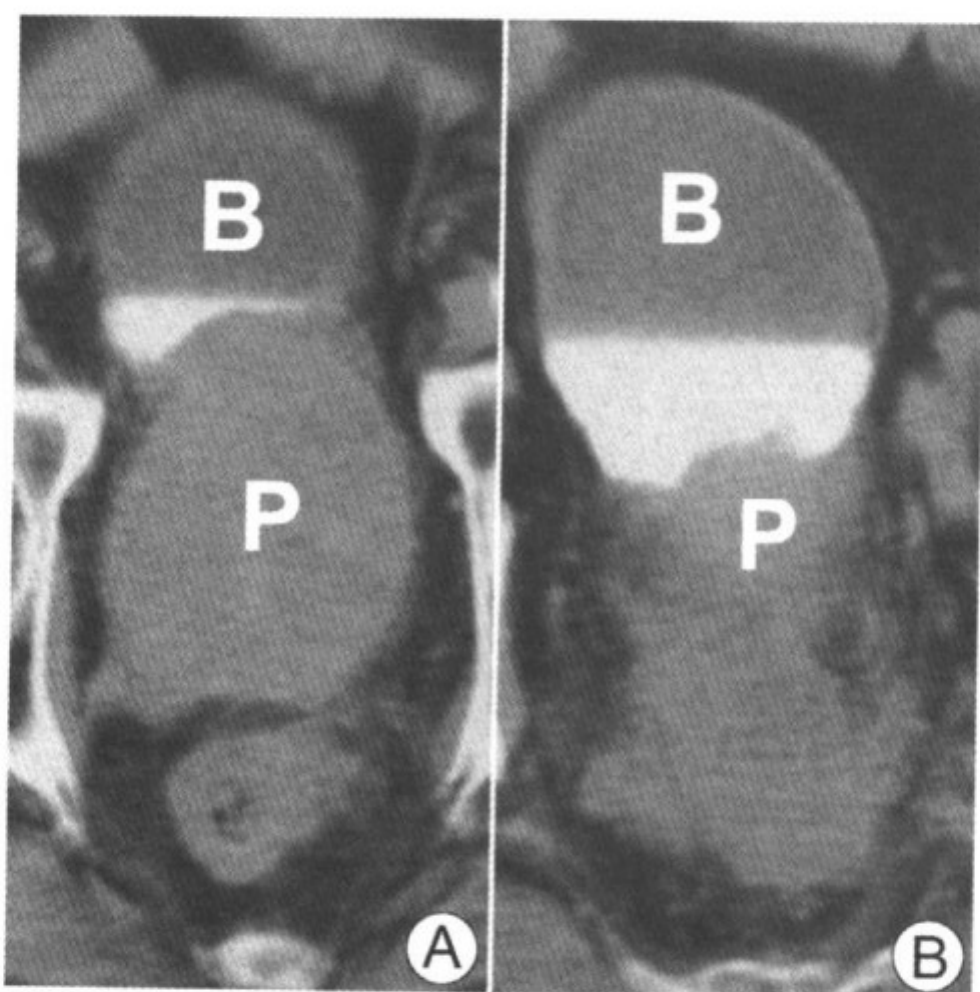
图 A、图 B CT 增强显示增大的前列腺 (P)。前列腺、直肠和膀胱 (B) 之间的脂肪间隙被软组织影替代
